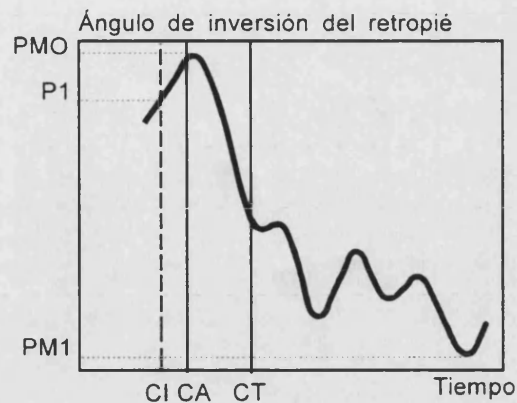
Ángulo de inversión del retropié en función del tiempo (CI: Contacto inicial; CA: Contacto del antepié; CT: Contacto del talón).
